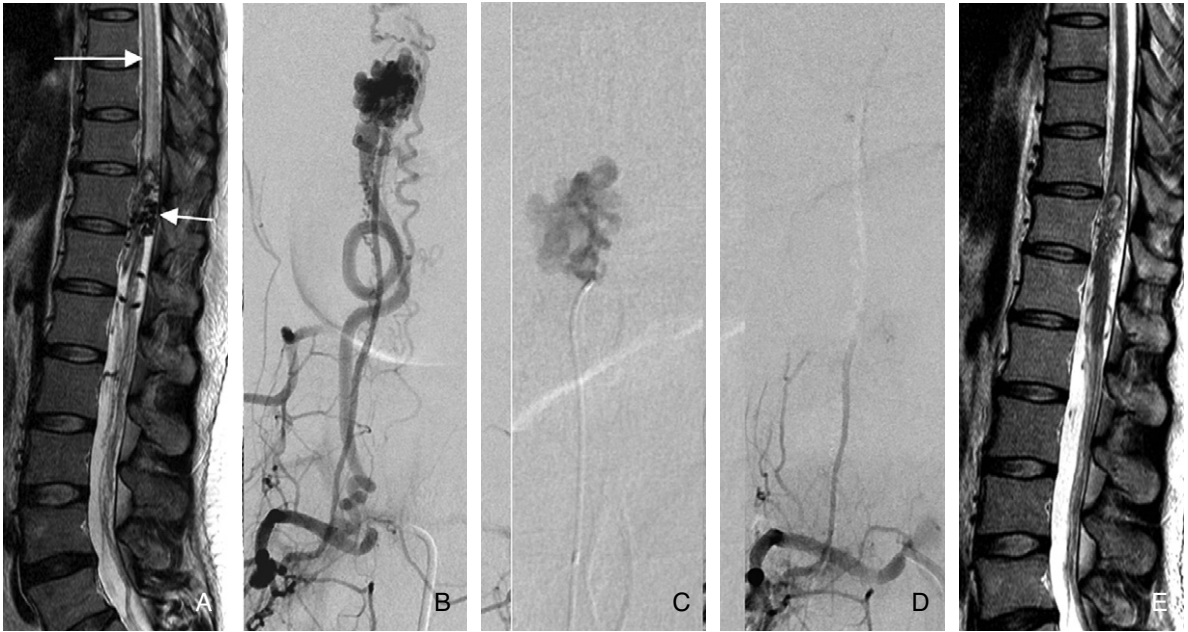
A 30-year-old female presented with progressive lower leg weakness and voiding disturbance for two months. (A) Sagittal T2-weighted image shows a swollen edematous spinal cord (long arrow) and tortuous abnormal vessels (short arrow). (B) The right L2 lumbar arteriogram shows a large feeder of the posterior spinal artery and nidus and dilated draining vein. (C) selection angiogram shows the nidus of spinal arteriovenous fistula. (D) angiogram obtained after glue embolization. (E) Two month follow-up MRI shows marked improvement of the swelling and edema of the spinal cord with improvement of her symptom.
